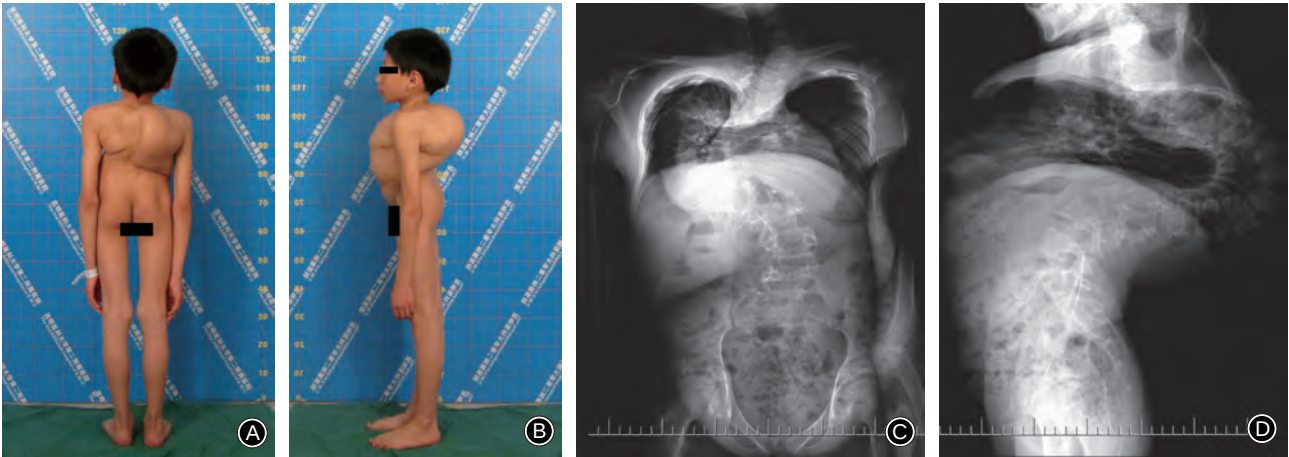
男,16岁,重度僵硬侧后凸脊柱畸形 a,b 术前站立正侧位外观像,示重度僵硬侧后凸脊柱畸形 c,d 术前站立正侧位X线片示术前测量主弯冠状面Cobb角160°,矢状面后凸Cobb角180°
